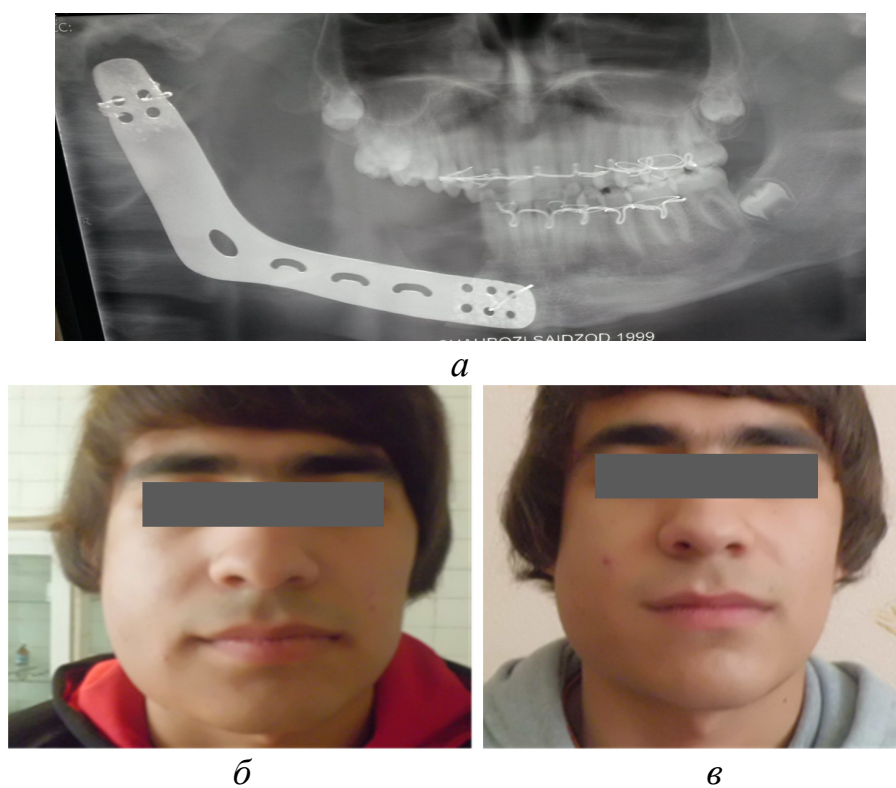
Больной Ш., 17 лет, с диагнозом «Амелобластома нижней челюсти справа»: а – ортопантомограмма после операции; б–в – внешний вид больного до и после оперативного вмешательства
